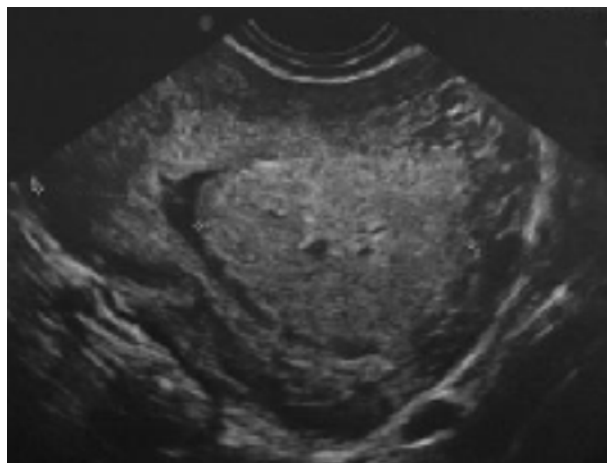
Ecografia transvaginal. Tumor fúndico submucoso isoecogénico ao miométrio.
